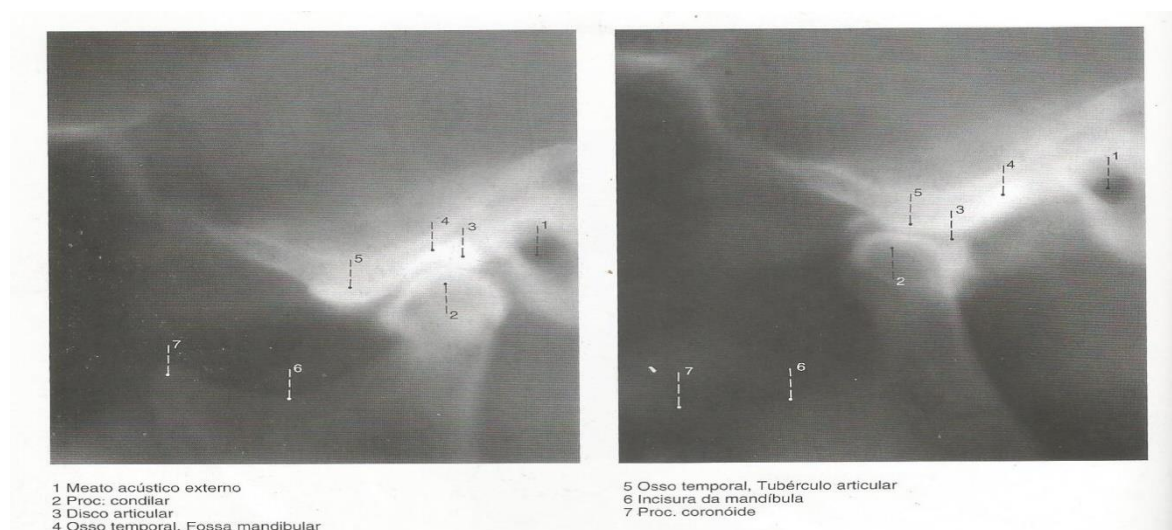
(4)- Radiografia da articulação temporo-mandibular incidência lateral. Esq. Boca aberta; dta. Boca fechada
